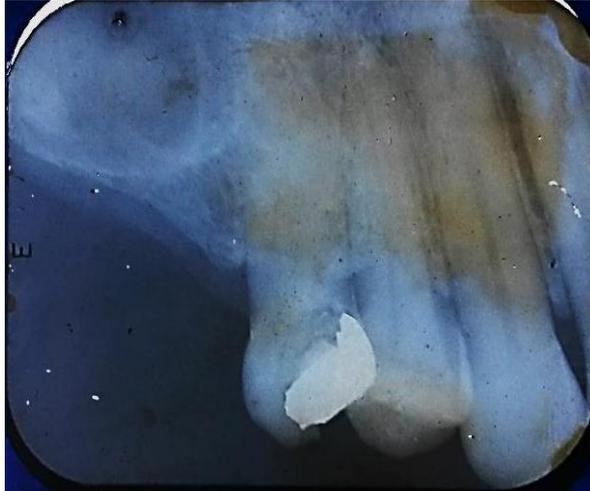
Radiografía periapical del cuadrante superior derecho, donde se visualiza las piezas 15,14 y 13.
